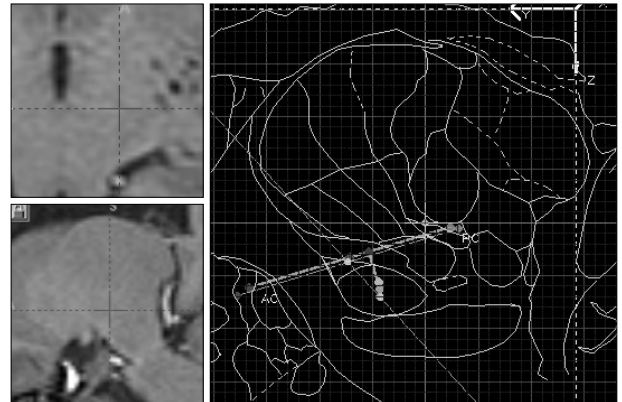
Image fusion of MRI and Schaltenbrand and Bailey human brain atlas using computer program. The target, almond shaped subthalamic nucleus, is pointed with red-cross line.
